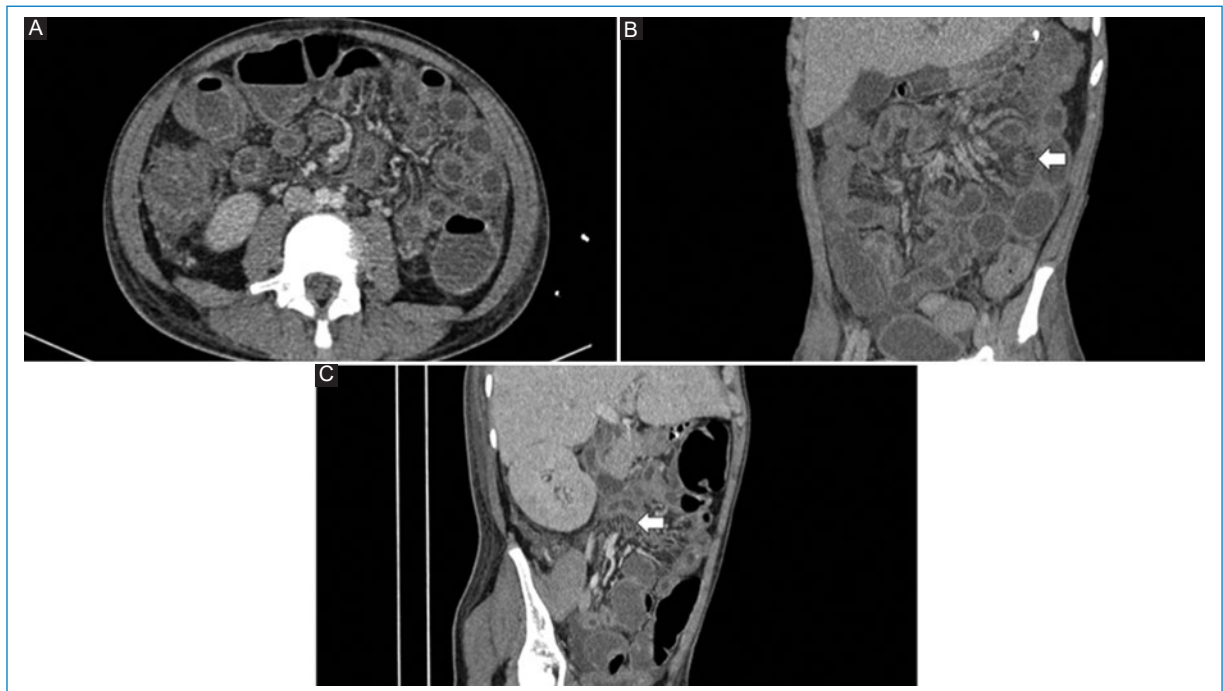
Varón de 13 años con leucemia mieloide aguda y antecedente de trasplante alogénico de médula hematopoyética, con diagnóstico de enfermedad del injerto contra el huésped aguda con compromiso intestinal. Imágenes de TC multicorte con contraste intravenoso, que muestran dilatación difusa de asas intestinales con abundante contenido líquido, engrosamiento de la pared, edema submucoso y prominencia y rectificación de los vasos mesentéricos (flecha en B y C). A: corte axial. B: reconstrucción coronal con proyección de máxima intensidad en 2 mm. C: reconstrucción coronal oblicua.
